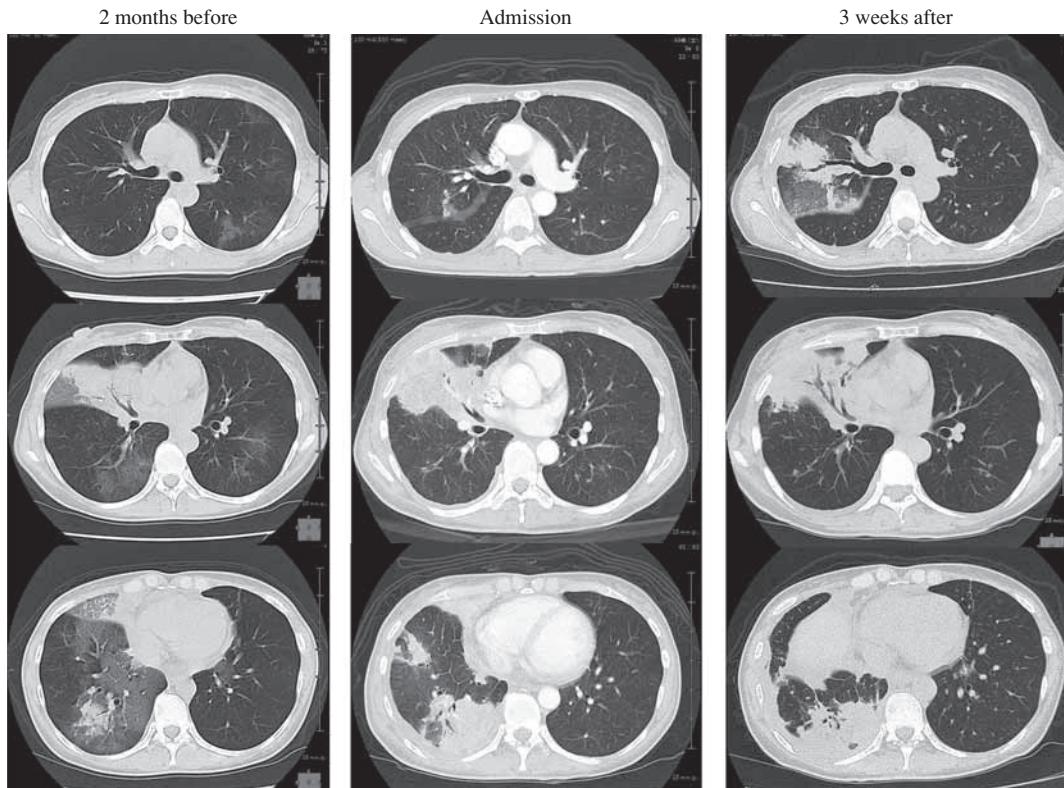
Chest CT images. Two months before admission, infiltrative shadow accompanied by ground-glass attenuation spread around the right middle and lower lobes. On admission, ground-glass attenuation was replaced by infiltrative shadow, which extended to the right upper lobe. Three weeks after, the infiltration expanded further in the right lung.
